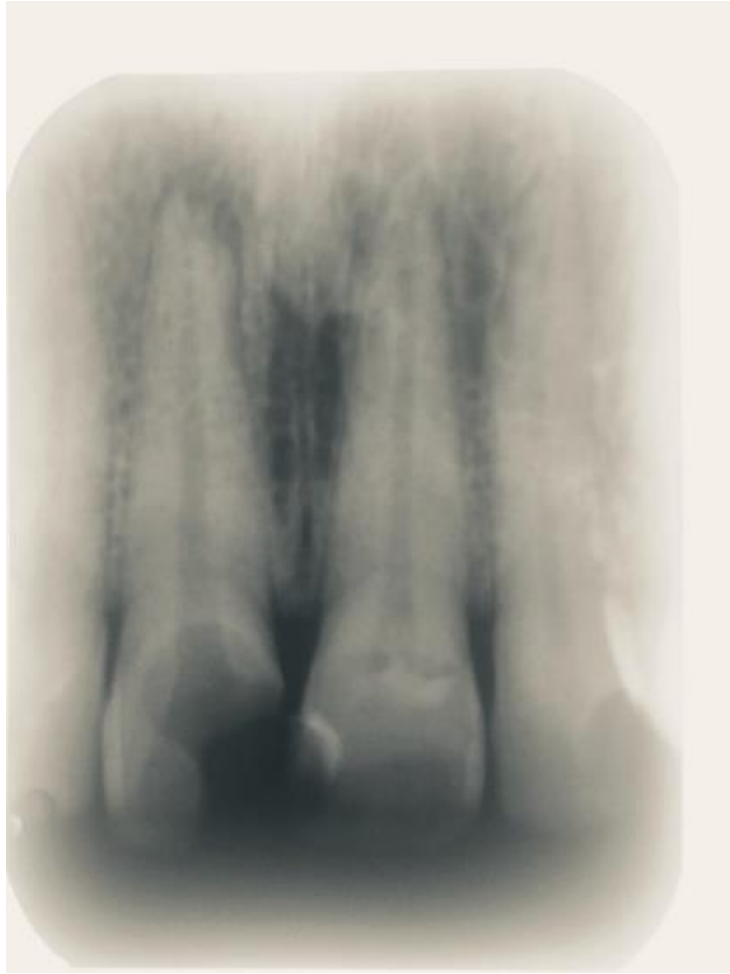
Radiografia periapical inicial dos elementos 11 e 21.
